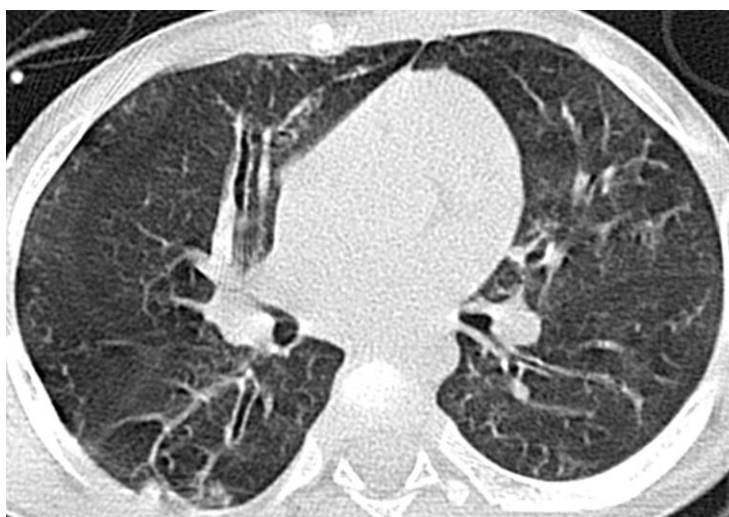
Компьютерные томограммы органов грудной клетки девочки Е., выполненные в возрасте 1 года 8 мес. Описание в тексте
